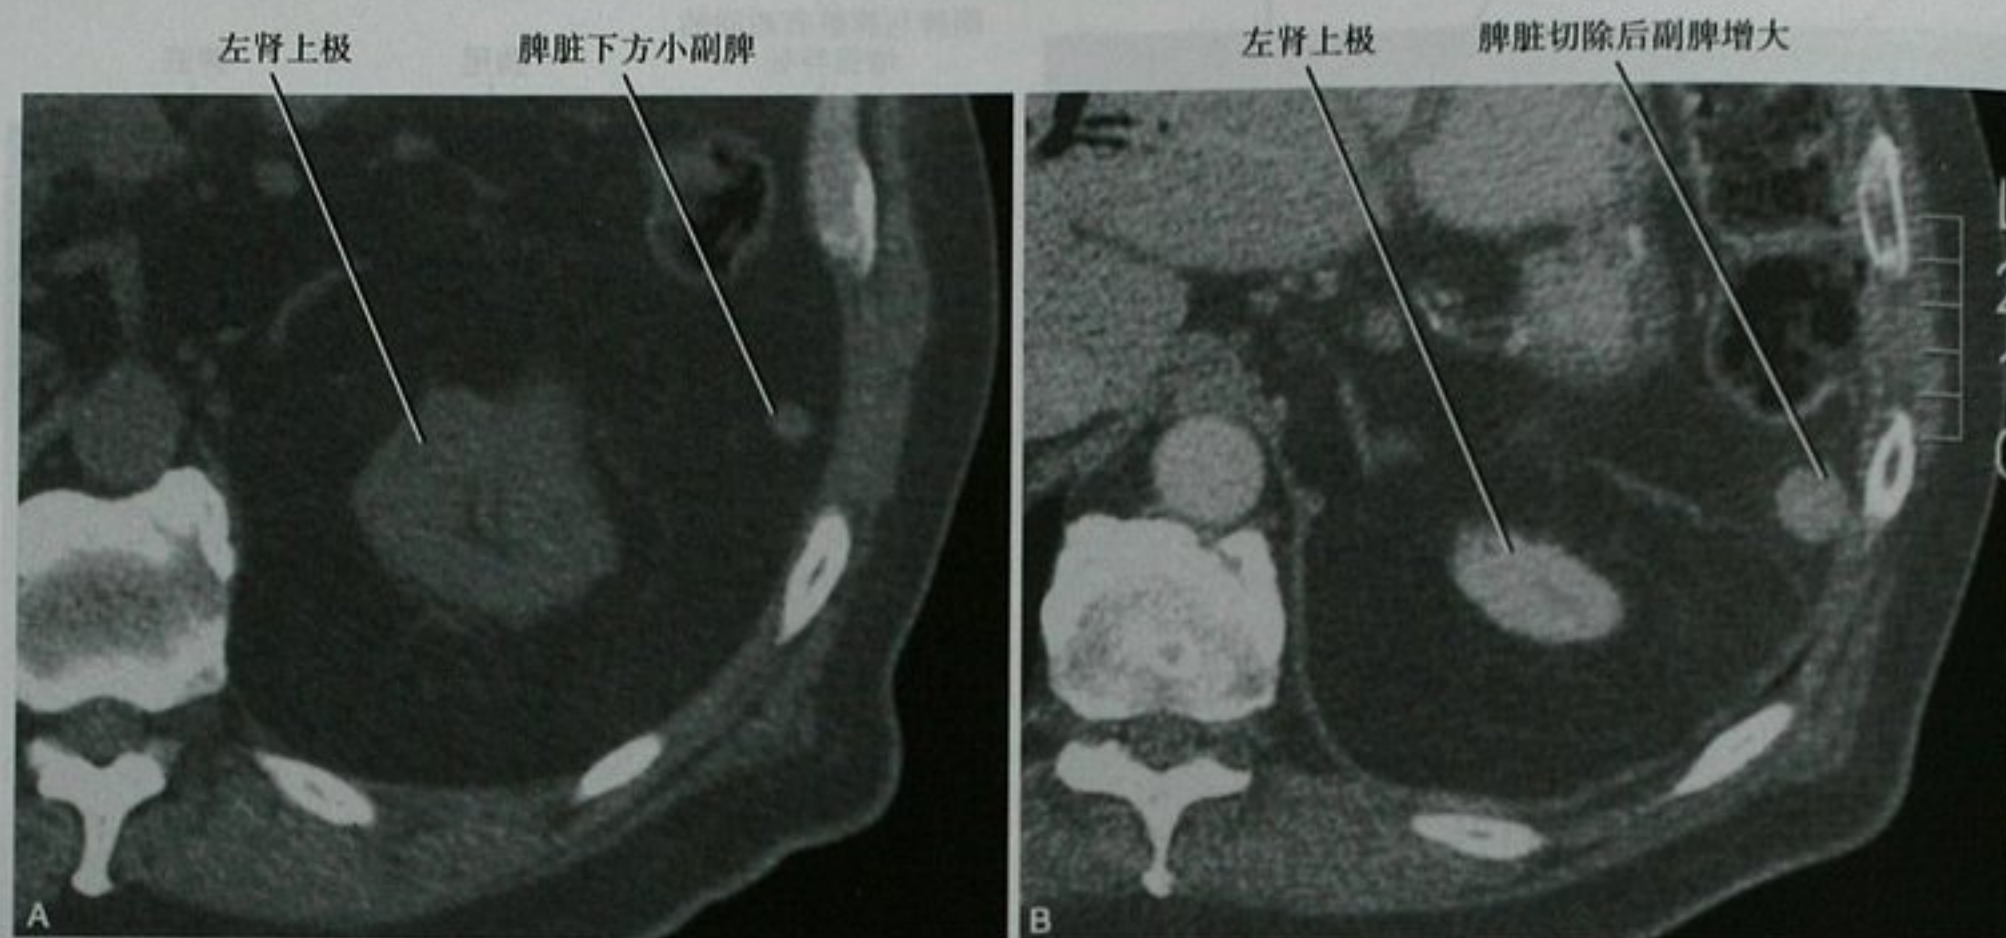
脾切除患者,术前(A)和术后(B)的上腹部 CT 横断面图像,请注意脾切除术后副脾增大(B)
